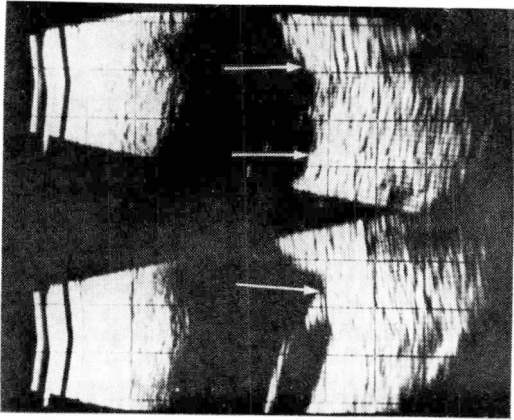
Ultrassonografia evidenciando disco óptico alongado entre seta, foto superior. Na foto inferior observa-se retina penetrando no disco colobomatoso (seta).
